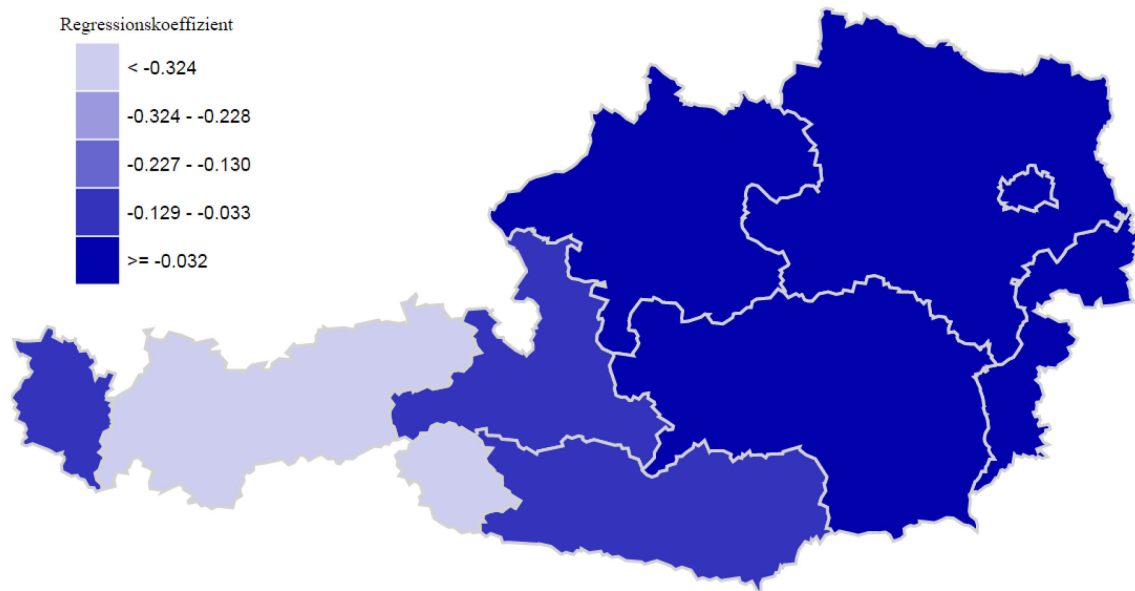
Relation der MRT untere Extremität zu TEH
